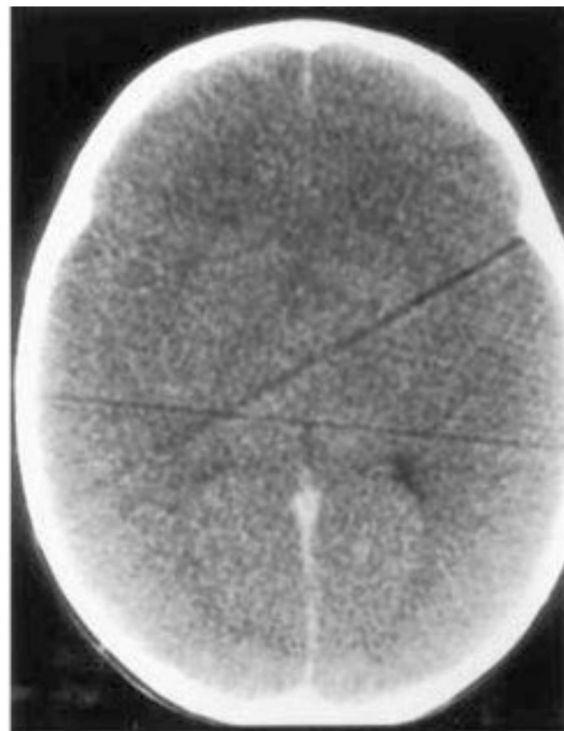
7 Muchacha de 15 años de edad con hepatitis vírica fulminante. Tomografía computarizada sin contraste que muestra edema cerebral difuso grave. (Las dos *líneas diagonales oscuras* son un artefacto provocado por el monitor de presión intracraneal.)
